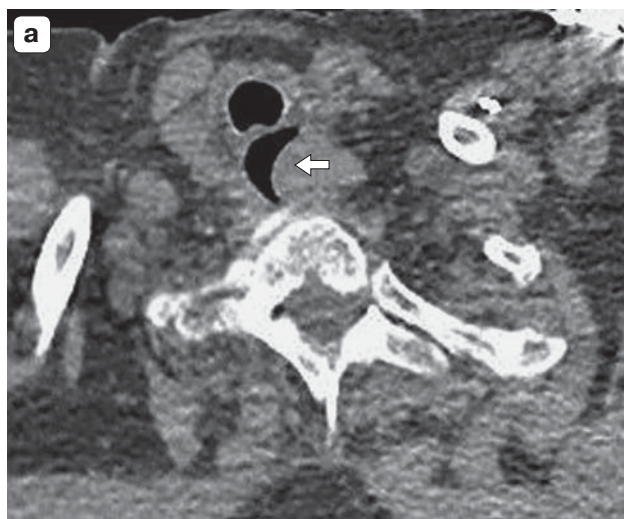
КТ шеи, аксиальные срезы. а – нативное исследование; б – с болюсным КУ (артериальная фаза). Спонтанная гематома шейного отдела пищевода указана стрелкой.
